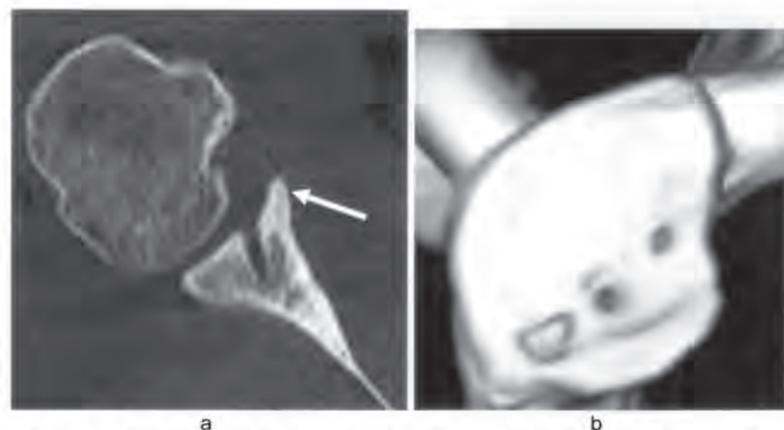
最終観察時(術後32ヵ月)の体軸断面CT像、骨片(矢印)
